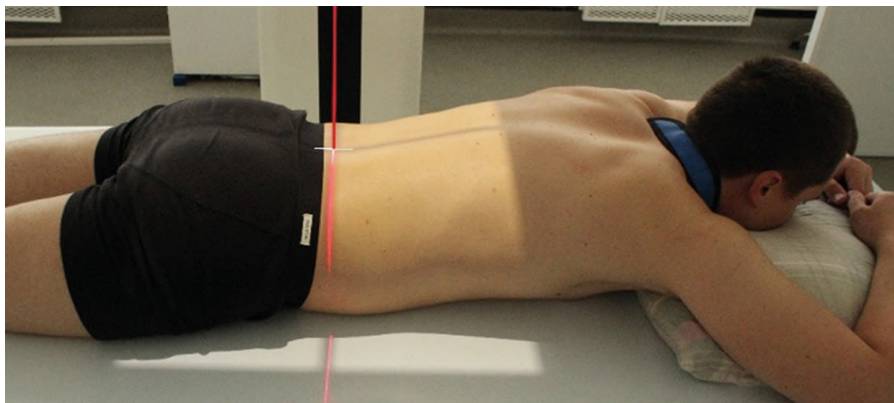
Рентгенография живота. Передняя прямая проекция
